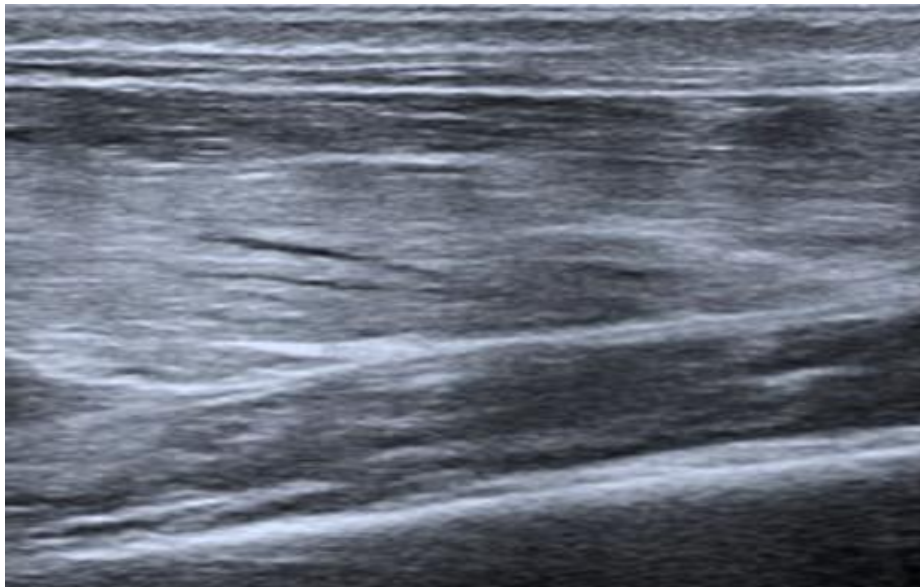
Edema del vasto lateral izquierdo en ecografía
